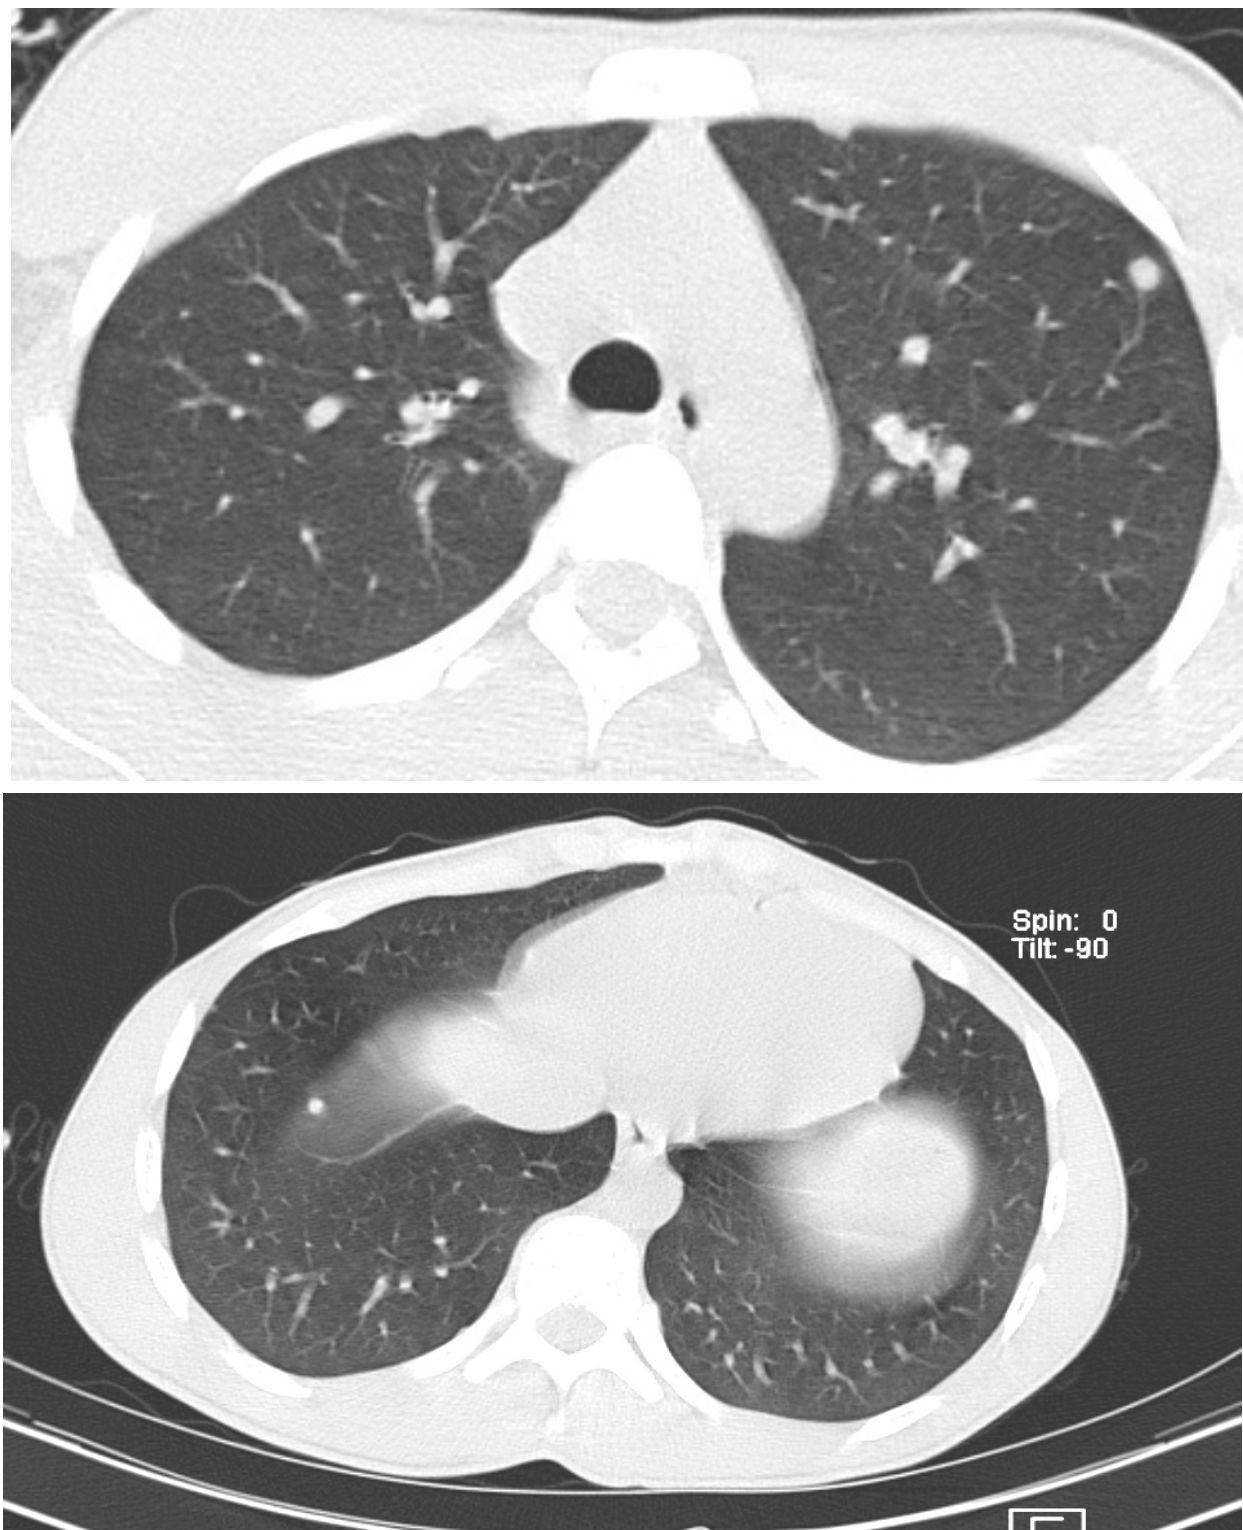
Cortes axiais de TC de tórax com técnica para pulmão, com aquisições em diferentes alturas, observando-se pequenos nódulos metastáticos pulmonares bilateralmente.
